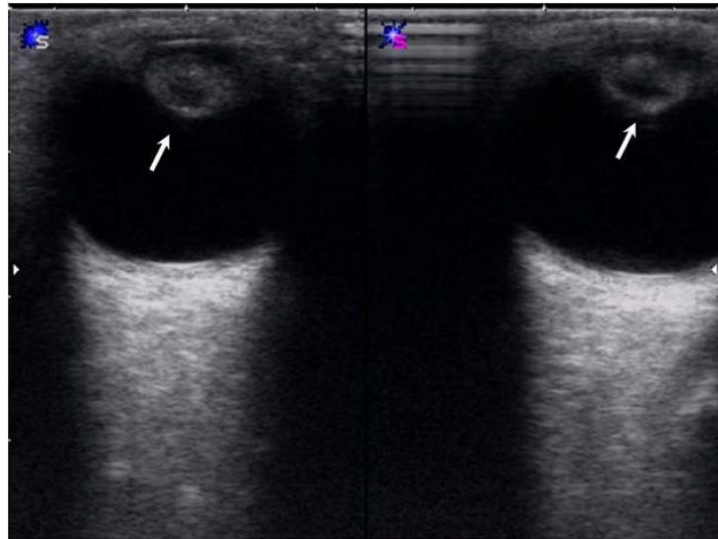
Ultrasonido para detectar la catarata (Morales et al., 2016).
